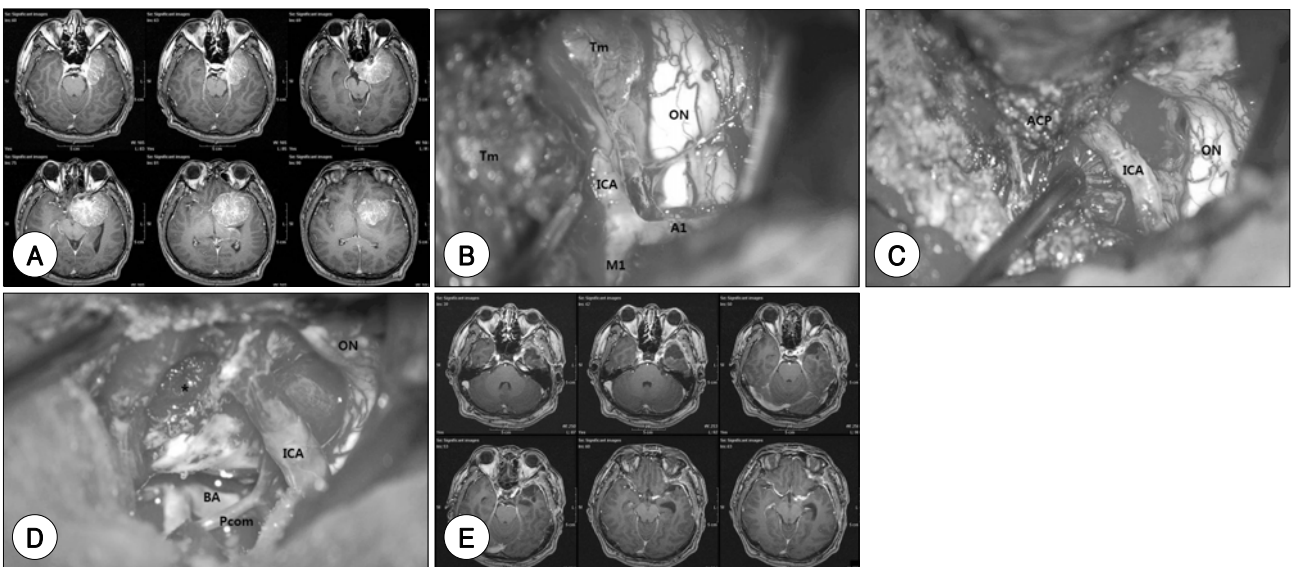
A : Preoperative contrast-enhanced T1 weighted MRI scans reveal large clinoidal meningioma which invades cavernous sinus. B : Operative photograph shows the tumor (Tm) encasing the internal carotid artery (ICA) and middle cerebral artery (M1). C : Tumor was partially removed. Picture shows that optic nerve (ON) and part of the ICA was dissected free from the encasing tumor. D : After anterior clinoid process (ACP) was removed (*), dissection continues on the proximal ICA and into the cavernous sinus. Basilar artery (BA) and post communicating artery (Pcom) are also visualized. E : Postoperative contrast-enhanced MRI scans reveal complete resection of the tumor.
